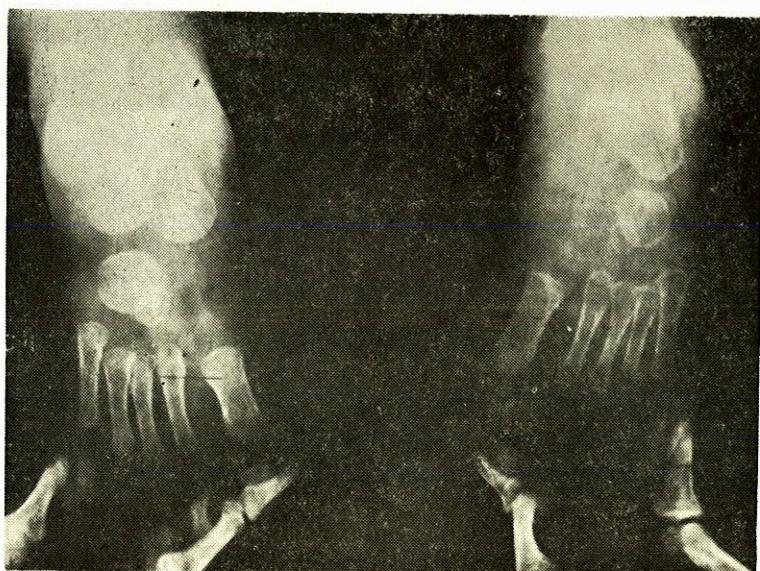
Aynı olgunun tedavi sonrası grafisi
